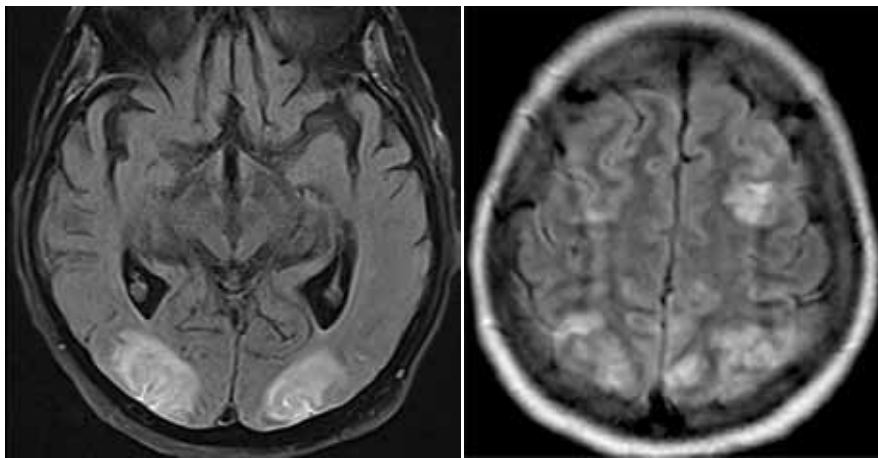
МРТ. Картина синдрома задней обратимой энцефалопатии
